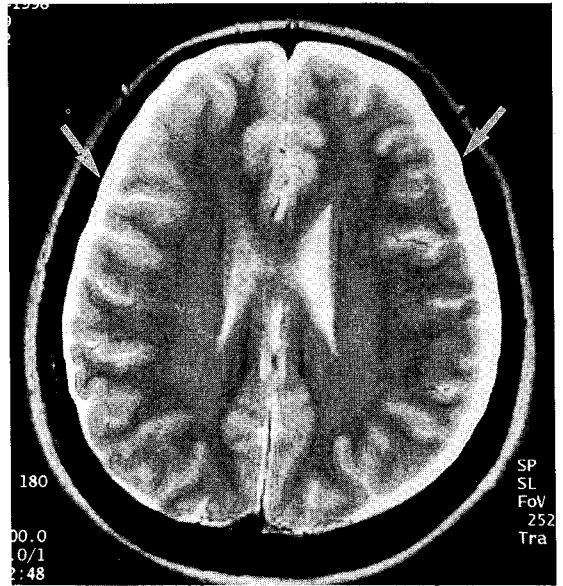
Turbo spin echo T2-weighted(4500/96) axial image at the level of body of lateral ventricles shows bilateral crescentic subdural fluid collections(white arrows).
